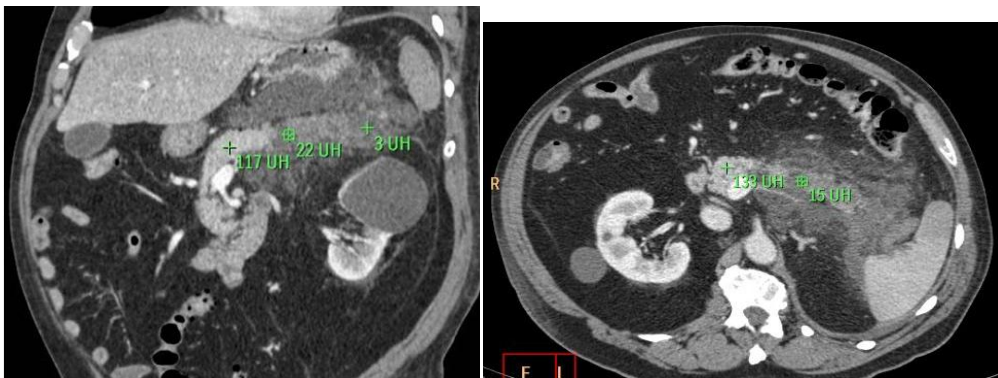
Unidades pancreáticas en TC coronal (izquierda) y axial (derecha) en paciente con pancreatitis aguda necrótica tras la administración de CIV. Las áreas necróticas no superan las 30 UH.
